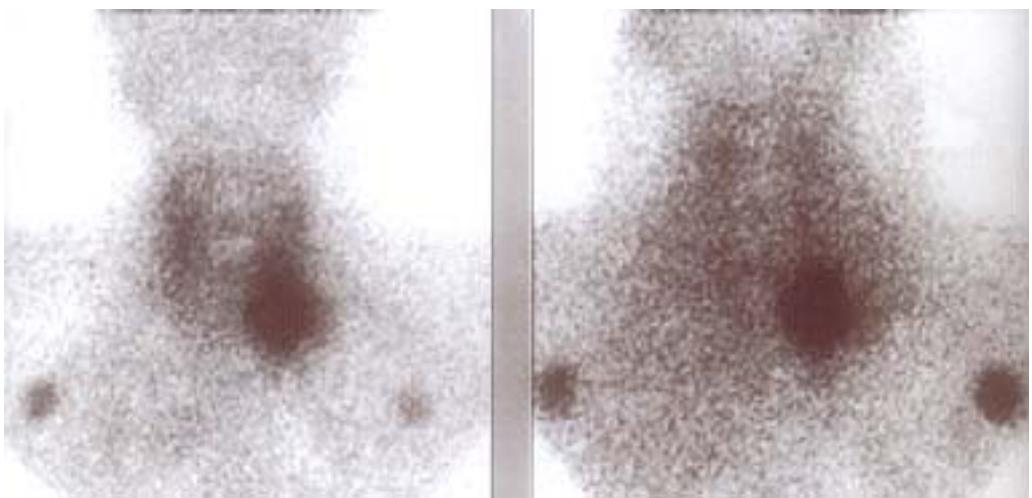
Technetium-99m-labelled sestamibi scintigraphy had intense uptake at lower pole area of left thyroid gland, suggesting parathyroid adenoma.
